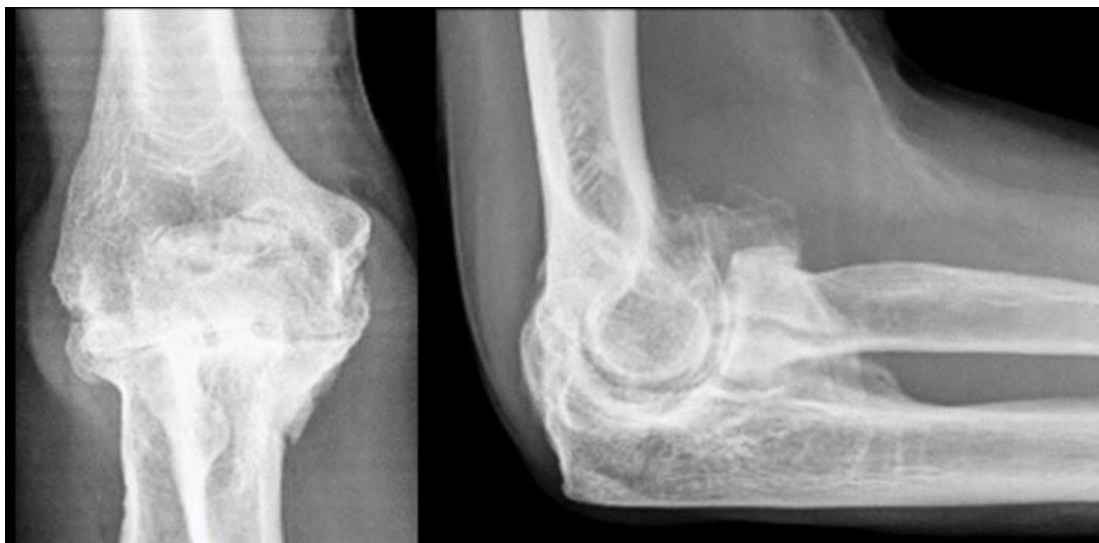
Рентгенограммы пораженного локтевого сустава в прямой и боковой проекциях
